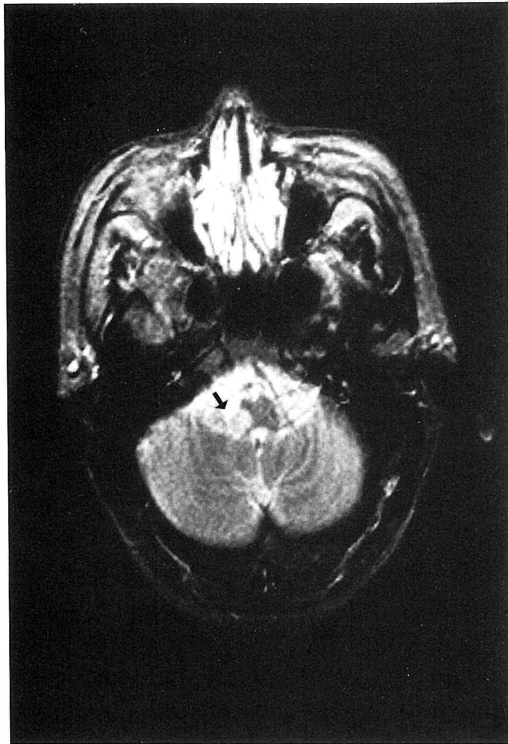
頭部 MRI (TR 3000 msec, TE 100 msec) 延髄背外側部 (↑) に異常信号域を認める。
